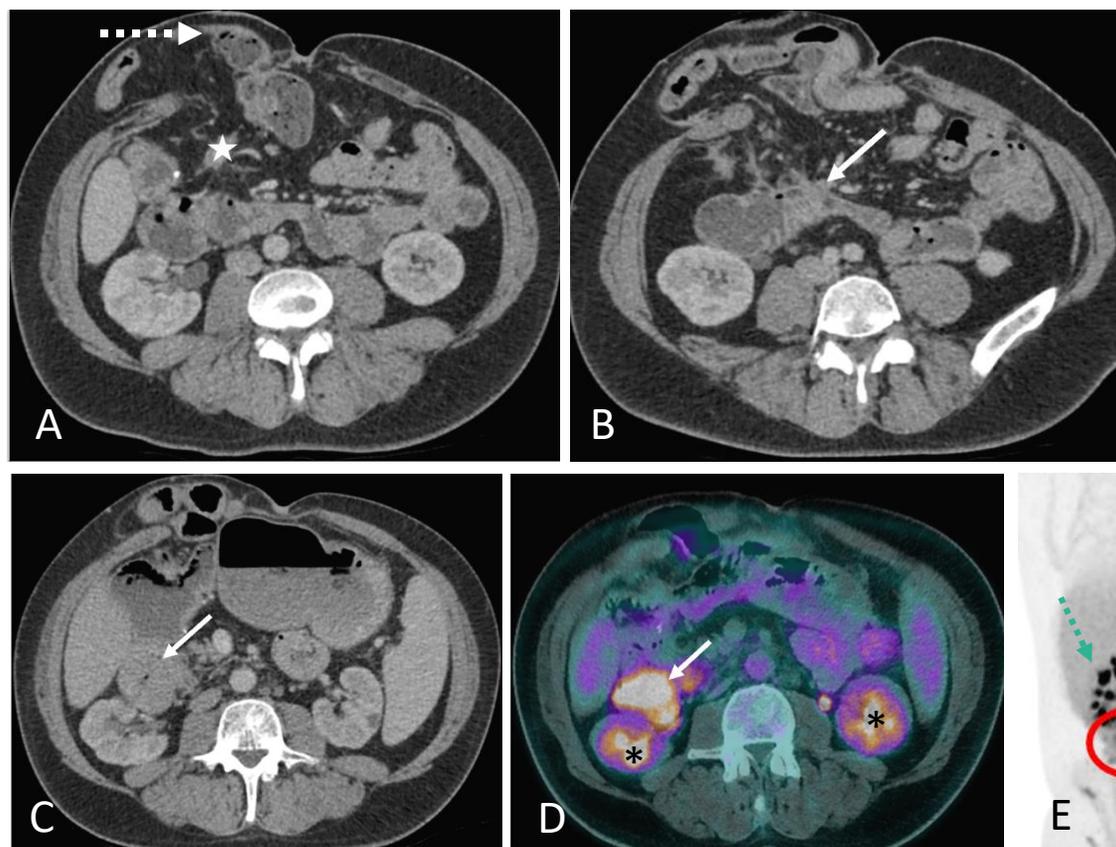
Exemplo de caso de paciente com PAF conhecida e colectomia prévia. Há ileostomia terminal com hérnia paraestomal incidental (seta tracejada em A). Paciente desenvolveu tumor desmoide no mesentério do intestino delgado (estrela), com retração e nódulos associados no mesentério (seta em B), além de aderência do intestino delgado. Alguns anos depois, acabou desenvolvendo uma massa entre a segunda e terceira porções duodenais (setas em C e D), ávida por FDG no PET-TC (D e E), altamente suspeita para adenocarcinoma. É também demonstrada captação normal de FDG nos rins (asteriscos em D, setas tracejadas em E).
